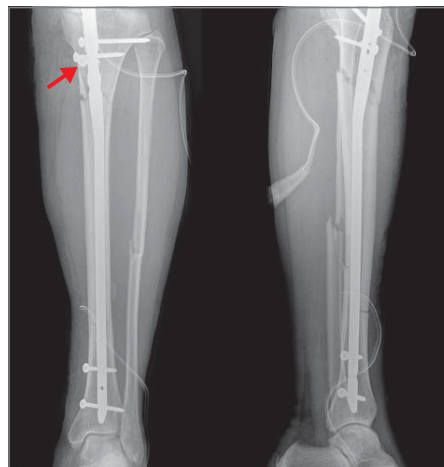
Postoperatives Röntgen in 2 Ebenen; Akutversorgung mittels UTN (Fa. Synthes) 9mm/34cm, Wundversorgung sowie Nagelung unter antibiotischer Abschirmung bei bestehendem Tetanusschutz, zur Erhaltung des Repositionsergebnisses wurde eine Pollerschraube in das proximalste Fragment eingebracht (siehe Pfeil). Postoperativ wurde das betroffene Bein zurückhaltend mittels Unterarmstützkrücken für 6 Wochen bei Durchführung von regelmäßiger aktiver und passiver Physiotherapie entlastet
